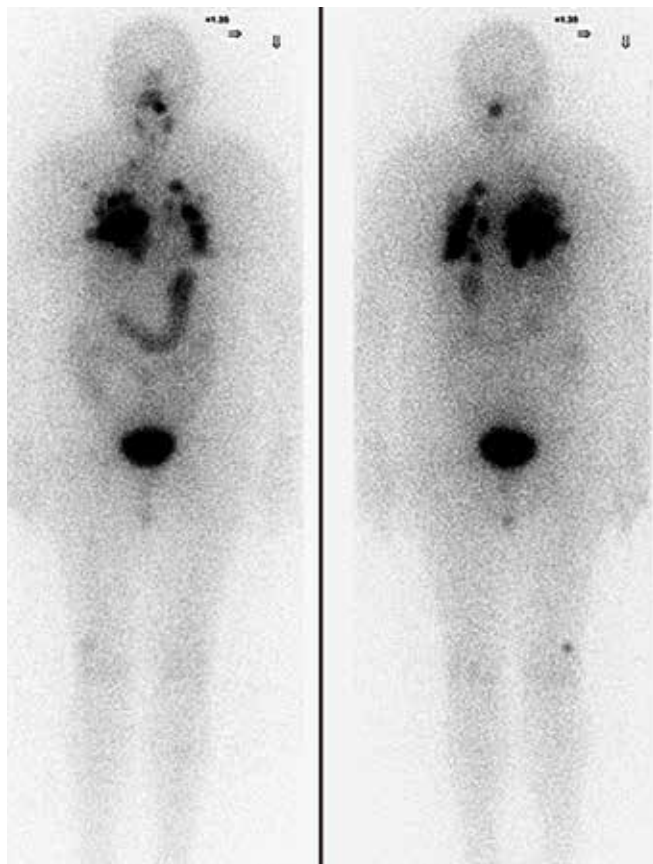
Планарная посттерапевтическая сцинтиграфия, передняя и задняя проекции. Множественное накопление ^{131}I в опухолевых очагах легких
